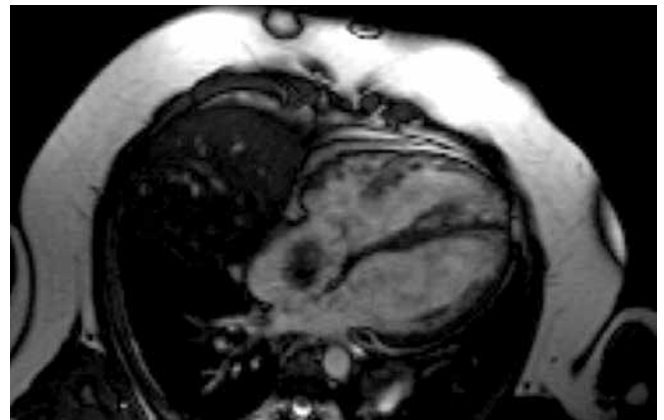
Магниторезонансная томограмма сердца с отсроченным контрастированием гадолинием пациента З., T2ВИ, кинорежим, четырехкамерное сечение
